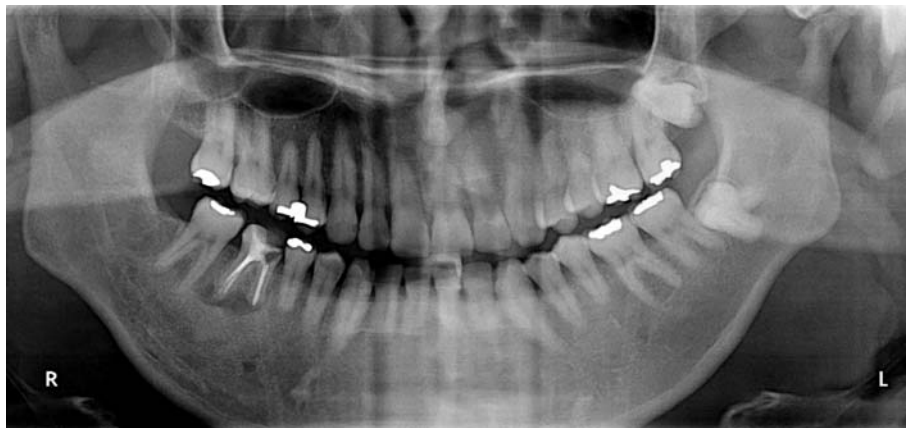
Orthopantomography at the first examination
